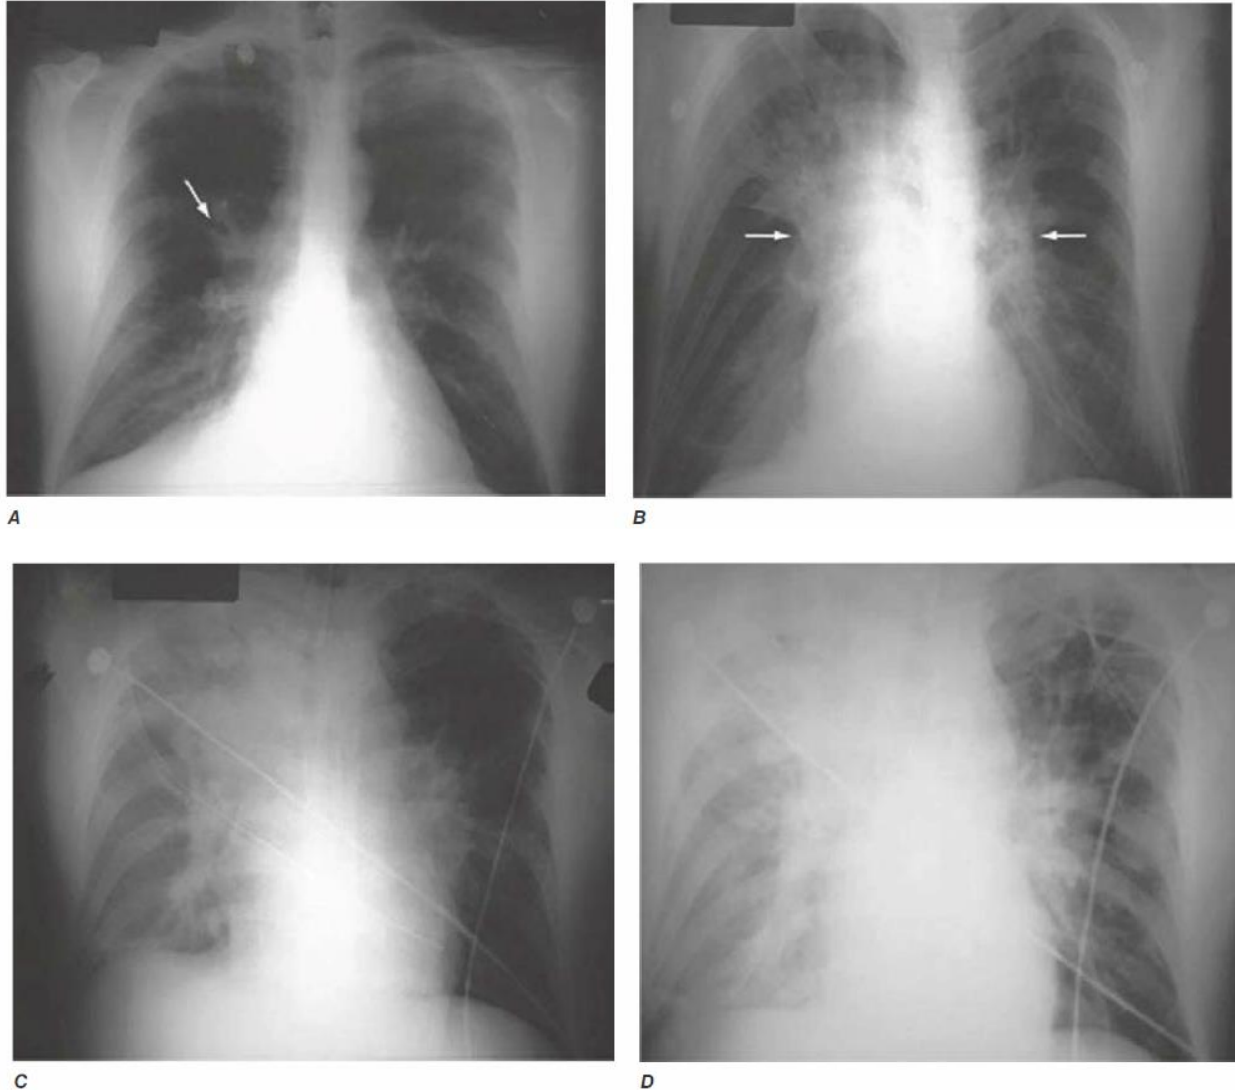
3 Progression of chest x-ray findings in a patient with inhalational anthrax. Findings evolved from subtle hilar prominence and right perihilar infiltrate to a progressively widened mediastinum, marked perihilar infiltrates, peribronchial cuffing, and air bronchograms. (From L Borio et al: JAMA 286:2554, 2001; with permission.)
